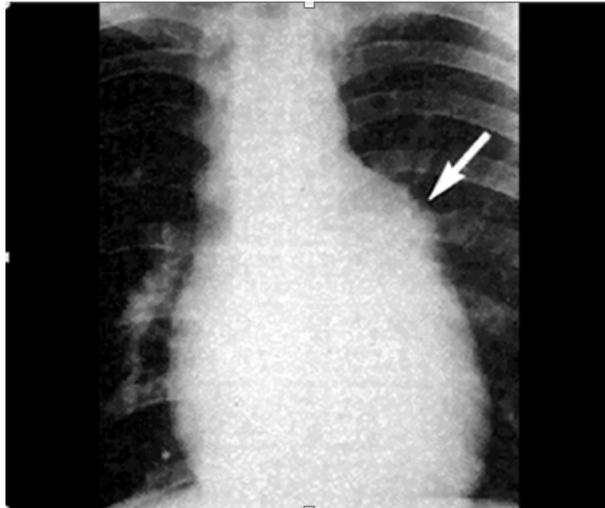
Radiographie en sténose pulmonaire
